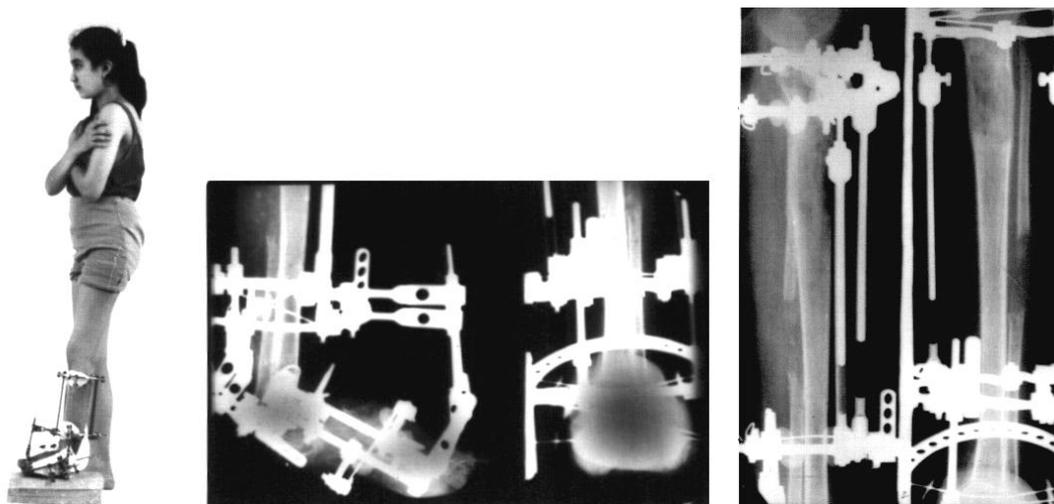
Фото и рентгенограмма стопы и голени больной К. на 1 этапе лечения. Фиксация стопы – 125 дней, голени – 47 дней.
